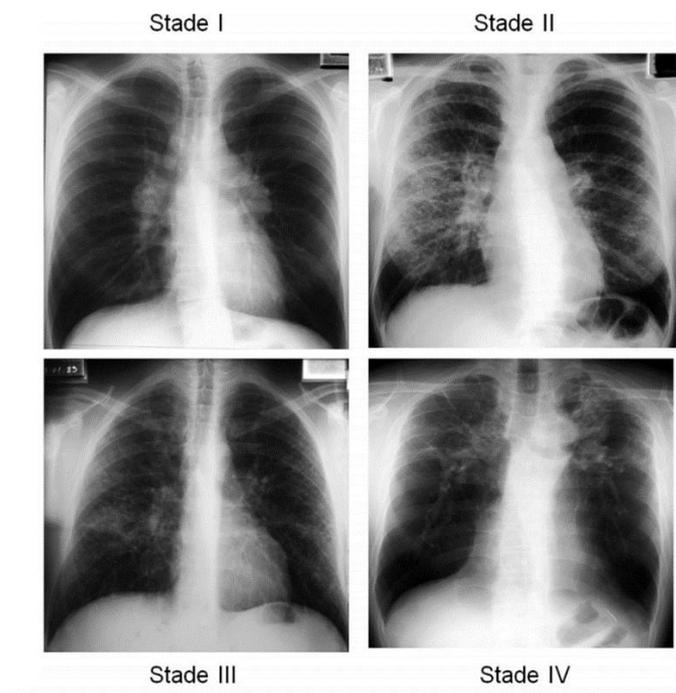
Radiographies thoraciques illustrant les 4 stades radiologiques de la sarcoïdose médiastino-pulmonaire⁴⁷
